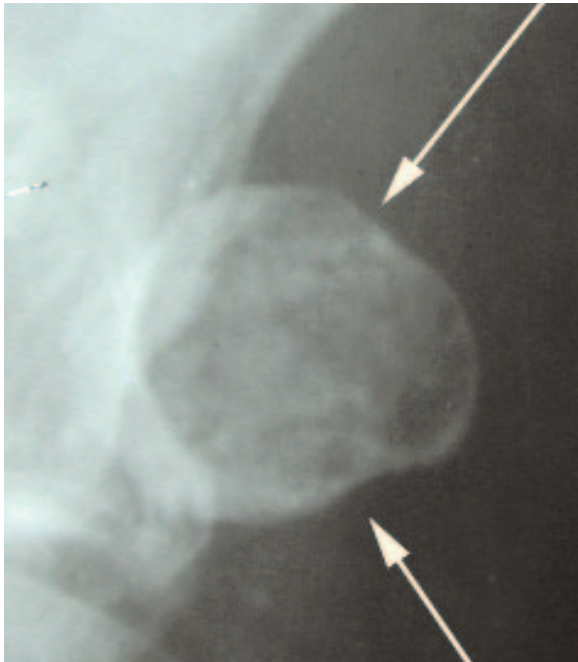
Texture spongieuse cernée d'une corticale nette, en radiographie (en haut) et au scanner (en bas, autre cas).
